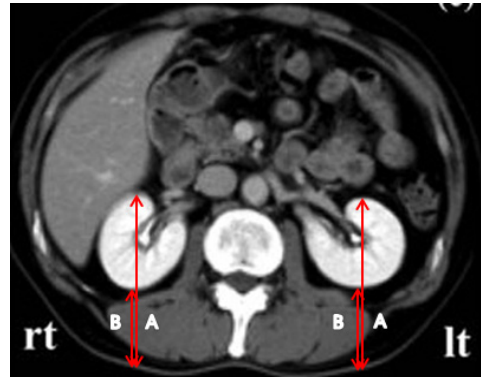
CT scan depicts lines from the skin to anterior (A) and posterior (B) renal surfaces at the level of the renal hilum.
